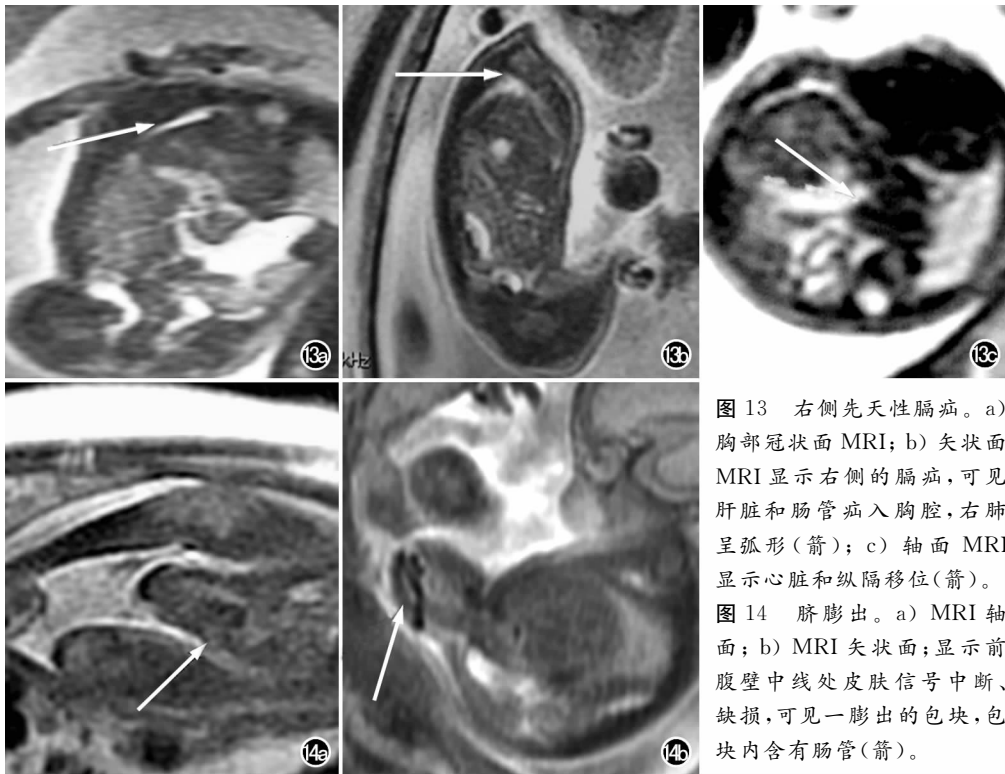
右侧先天性膈疝。a) 胸部冠状面 MRI; b) 矢状面 MRI 显示右侧的膈疝,可见肝脏和肠管疝入胸腔,右肺呈弧形(箭); c) 轴面 MRI 显示心脏和纵隔移位(箭)。
